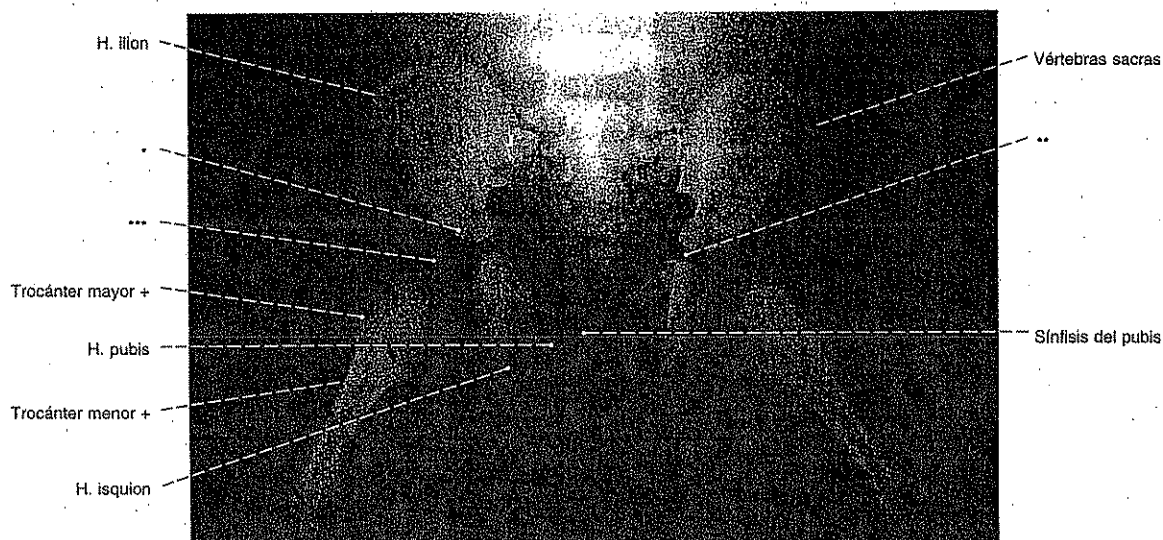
Radiografía AP de la pelvis y fémur de una niña prematura (feto en el 8º mes de embarazo).
